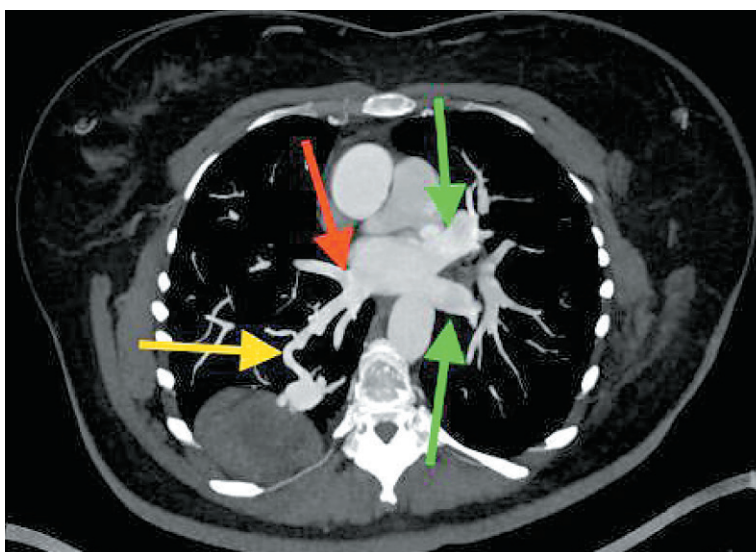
МСКТ-ангиография MIP-реконструкция (maximum intensity projection — проекция максимальной интенсивности).
